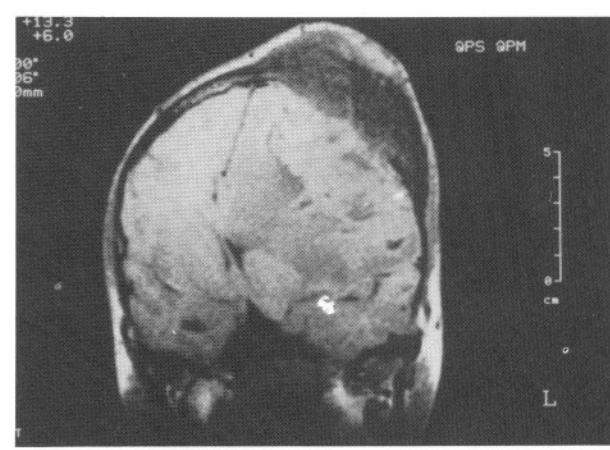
Kitlenin intrakranial bölümünü gösteren BT. Heterojen kontrast tutulumu, peritümöral ödem ve ödemin yol açtığı sıfır izleniyor.*
